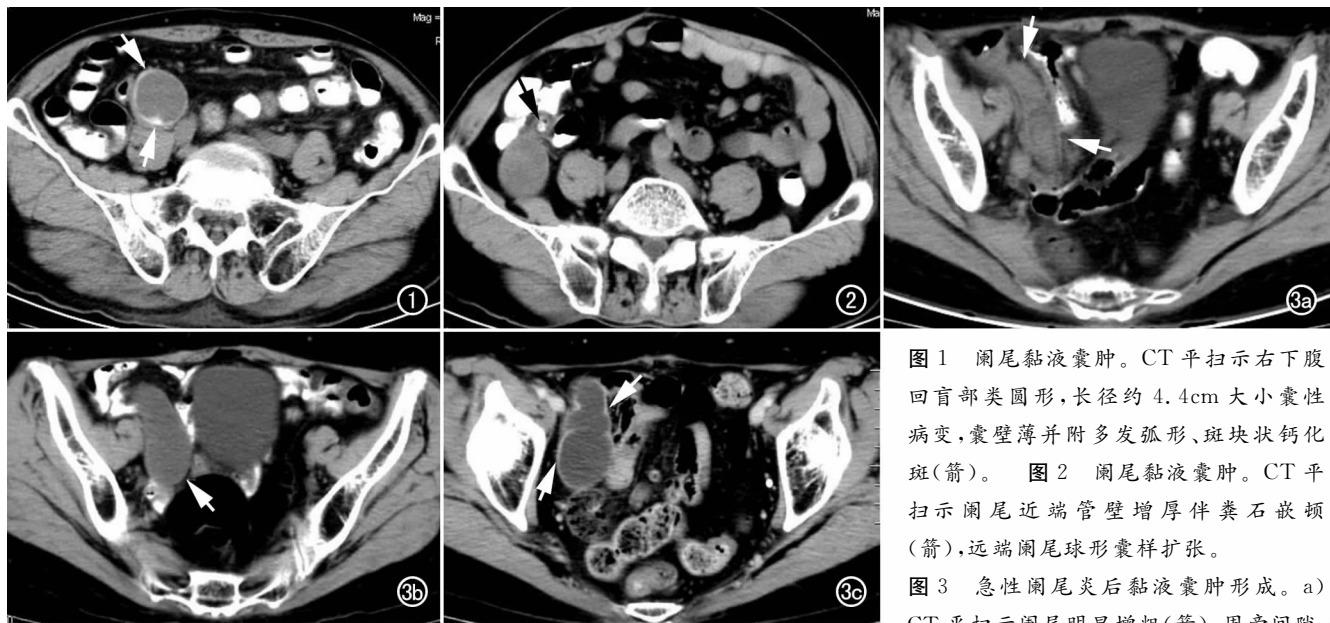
阑尾黏液囊肿。CT 平扫示右下腹回盲部类圆形,长径约 4.4cm 大小囊性病损,囊壁薄并附多发弧形、斑块状钙化斑(箭)。图 2 阑尾黏液囊肿。CT 平扫示阑尾近端管壁增厚伴粪石嵌顿(箭),远端阑尾球形囊样扩张。图 3 急性阑尾炎后黏液囊肿形成。a) CT 平扫示阑尾明显增粗(箭),周旁间隙
